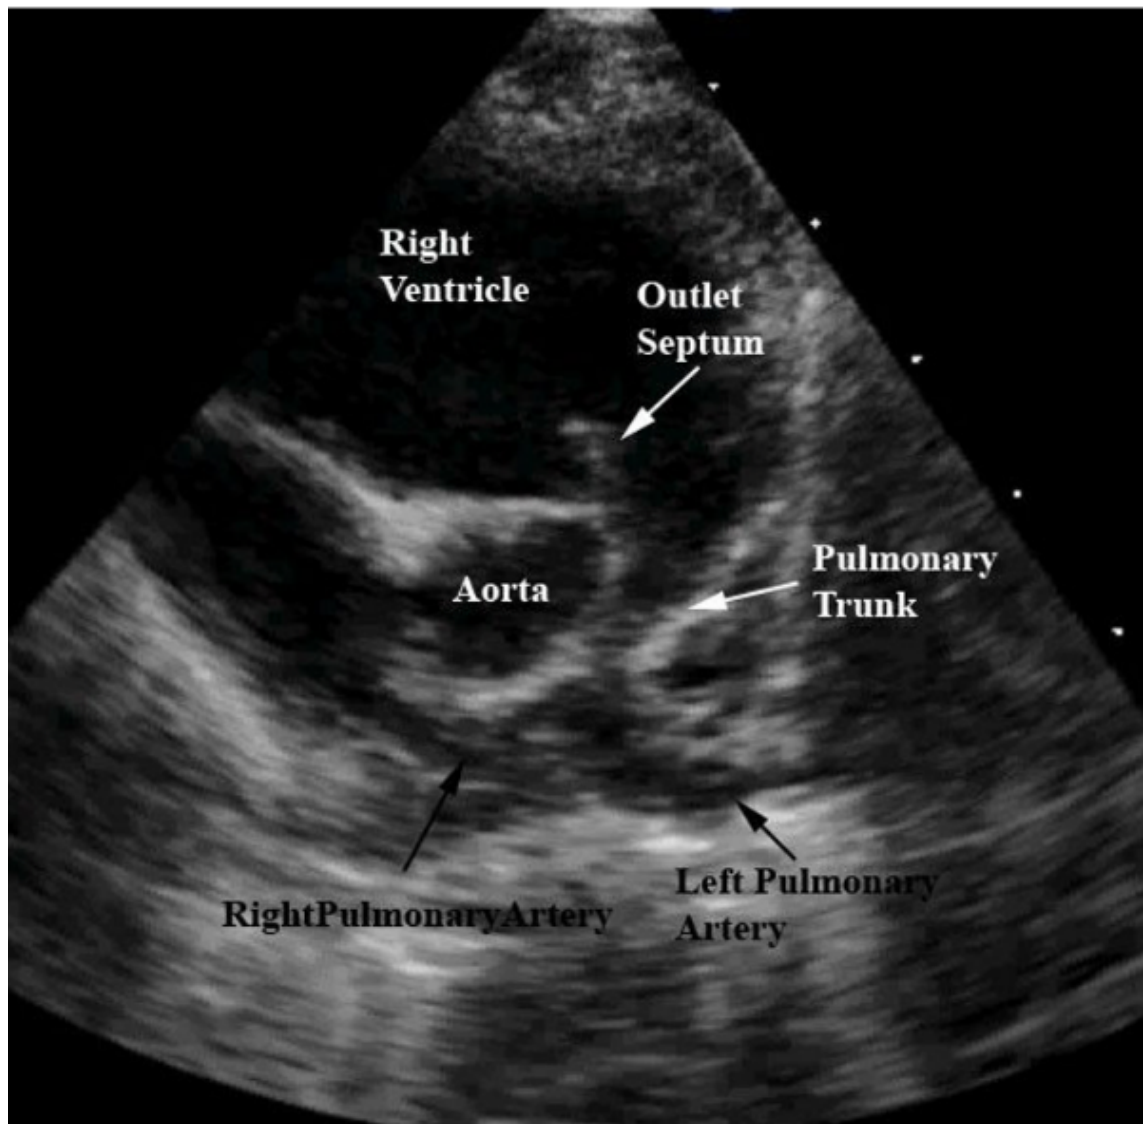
Imagem da janela paraesternal de eixo curto do ecocardiograma. (BAILLIARD; ANDERSON, 2009).
